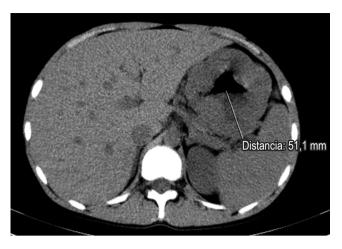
Imágenes de la TAC del paciente.
